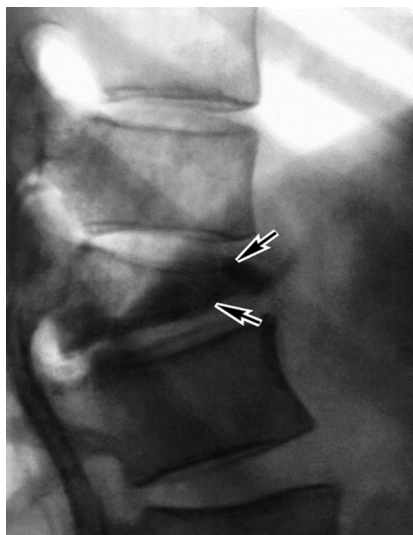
Рентгенограмма позвоночника при туберкулезном спондилите (боковая проекция): обширная деструкция тела XII грудного позвонка (стрелки) с его клиновидной деформацией.
